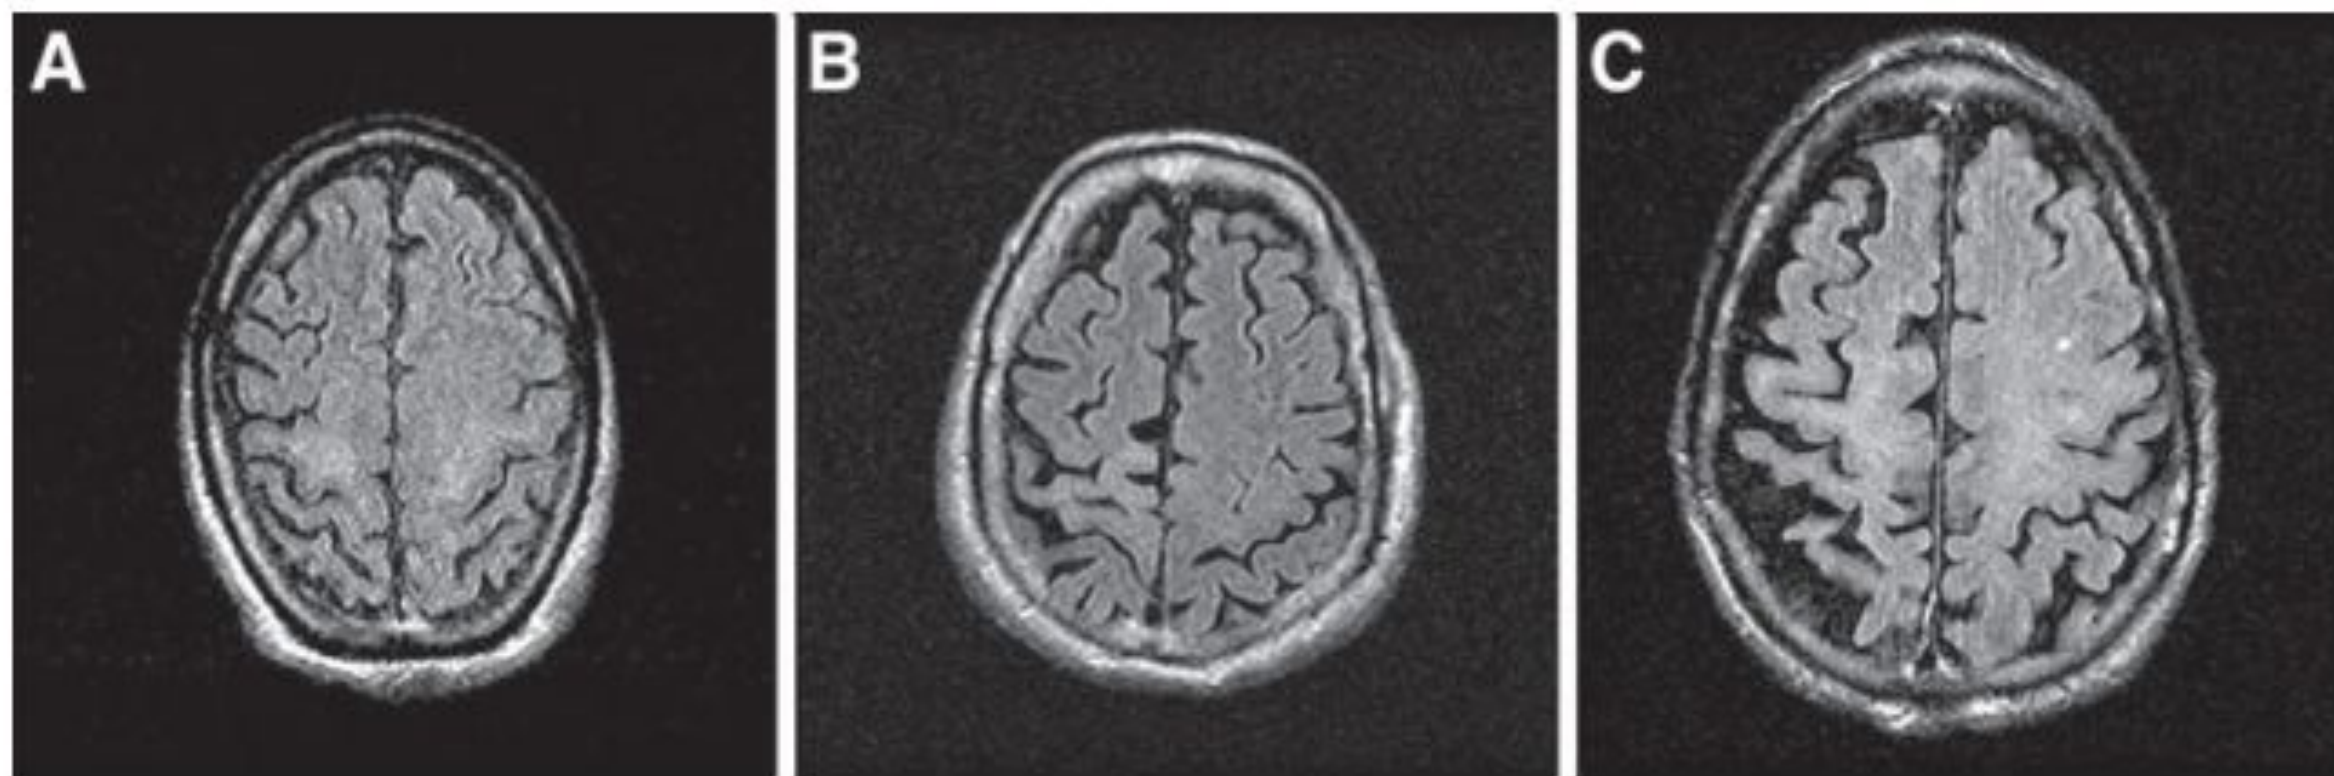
Axial FLAIR MR images of three patients with the corticobasal syndrome, showing subtle, hazy increased signal in the subcortical posterior frontal/parietal white matter. The signal changes are asymmetric in B and C, but quite symmetric in A despite strikingly asymmetric clinical findings in all three patients.
